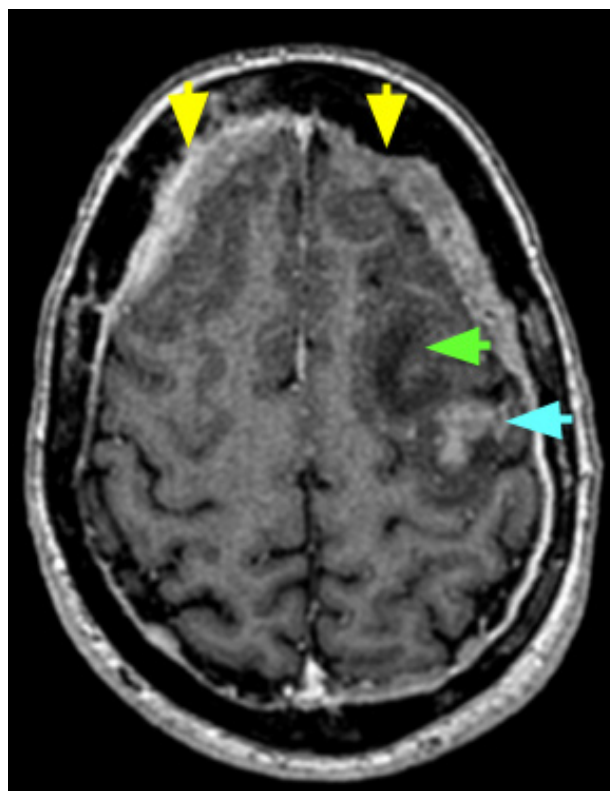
RM Axial T1 con contraste. Se observa engrosamiento dural con efecto de masa (*flechas amarillas*), sobre la convexidad de los lóbulos frontales, que condiciona edema en el parénquima cerebral contiguo.
